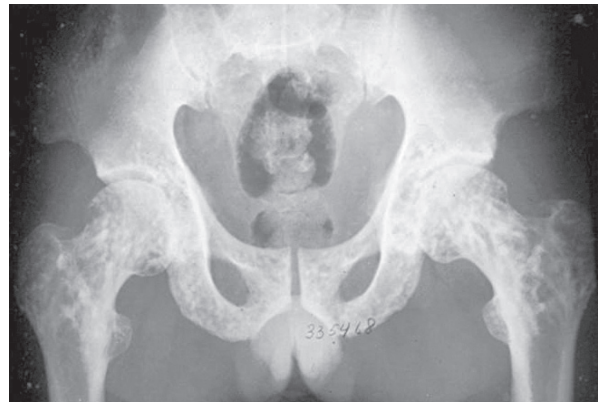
Radiografía de pelvis
